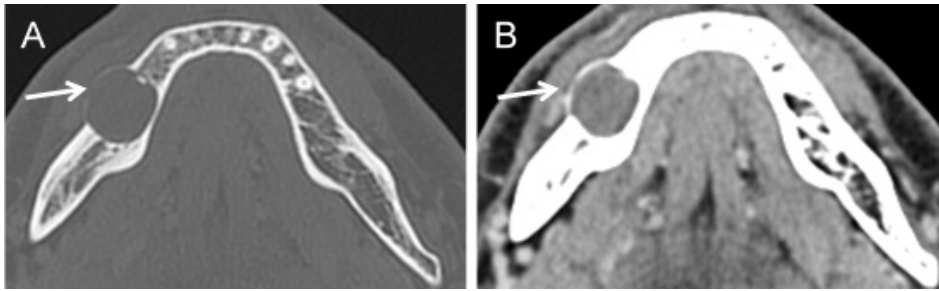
Tumor queratocístico odontogênico. Imagens axiais de TC após administração de contraste, em janela óssea (A) e janela de partes moles (B), demonstram uma lesão bem delimitada na vertente direita do corpo da mandíbula (setas), com densidade de tecidos moles, condicionando abaulamento e adelgaçamento expressivo do córtex jugal, mas sem interrupção do mesmo.
